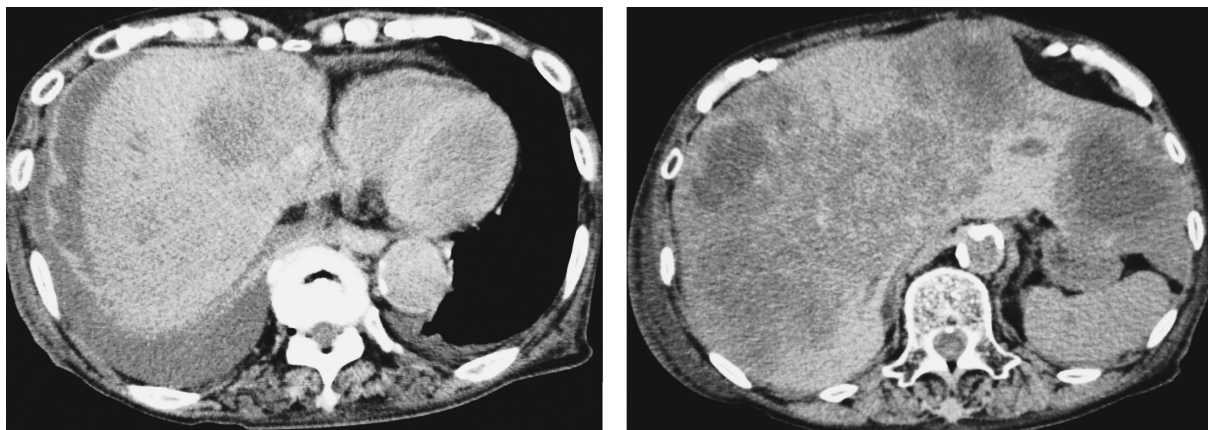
入院時単純CT所見。多発肝転移と胸腹水を認めた。
